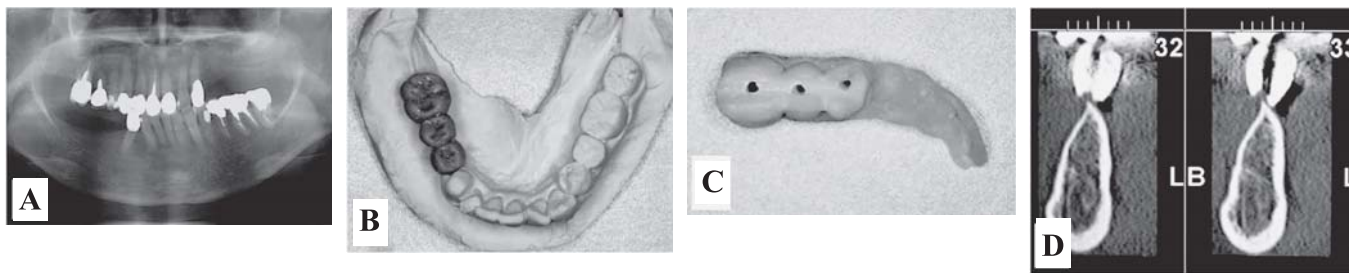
診断用ワックスアップとCTによる診断。術前のパノラマX線像 (A), 診断用ワックスアップ (B), 硫酸バリウムを含有するラジオグラフィックガイド (C), ラジオグラフィックガイドを装着して撮影したCT画像 (D)
